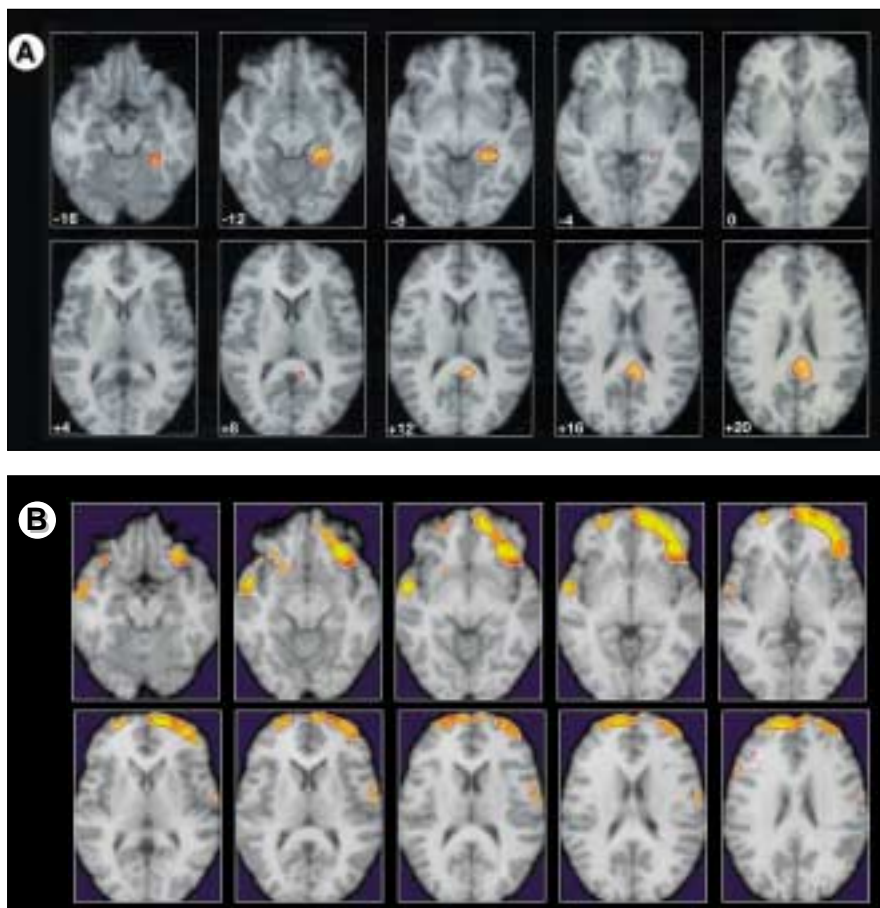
Corrélations cognitive-métaboliques obtenues avec le test de rappel d'histoire dans (A) la démence légère à modérée de patients atteints de maladie d'Alzheimer (n : 19 sujets) et (B) le vieillissement normal (n : 21 sujets). Les zones colorées représentent les corrélations positives significatives ( $p < 0,01$ , non corrigé des comparaisons multiples) entre les performances en rappel d'histoire et le métabolisme cérébral régional du glucose (normalisé par le cervelet). Ces corrélations ont été calculées avec le logiciel SPM (statistical parametric mapping, Wellcome Department of Cognitive Neurology, Londres, Royaume-Uni) et projetées sur les coupes axiales d'une IRM standardisée (de  $-16$  mm à  $+20$  mm par rapport à la ligne bicommissurale). Dans l'étude portant sur la maladie d'Alzheimer, il s'agit de corrélations partielles éliminant les effets de l'âge (voir [17] pour plus de détails), tandis que, dans l'étude portant sur le vieillissement normal, il s'agit de corrélations simples. L'hémisphère droit est à gauche et l'hémisphère gauche est à droite. Cette figure souligne que les structures cérébrales responsables des déficits mnésiques dans la maladie d'Alzheimer et dans le vieillissement normal sont très différentes.
